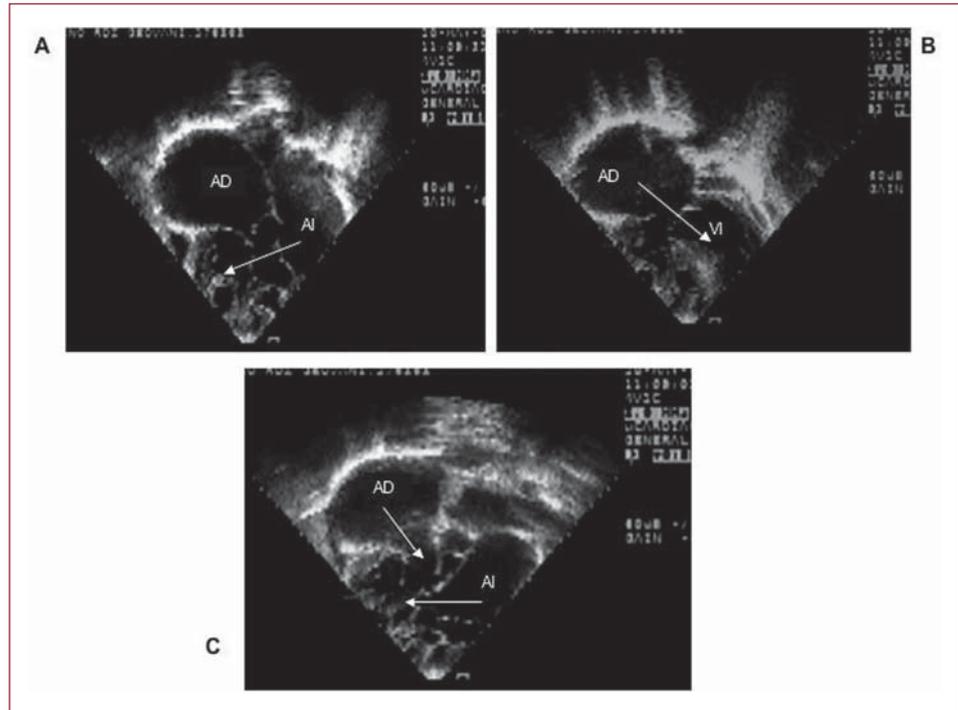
Ecocardiografía bidimensional del paciente N.º 3 en proyección apical de cuatro cámaras. A: aurícula izquierda (AI) conectada a ventrículo derecho (VD) situado a la derecha con discordancia auriculoventricular y mitral cabalgada. B: aurícula derecha (AD) conectada al ventrículo izquierdo (VI), que se encuentra a la izquierda. C: entrecruzamiento auriculoventricular con ventrículos verticalizados.
